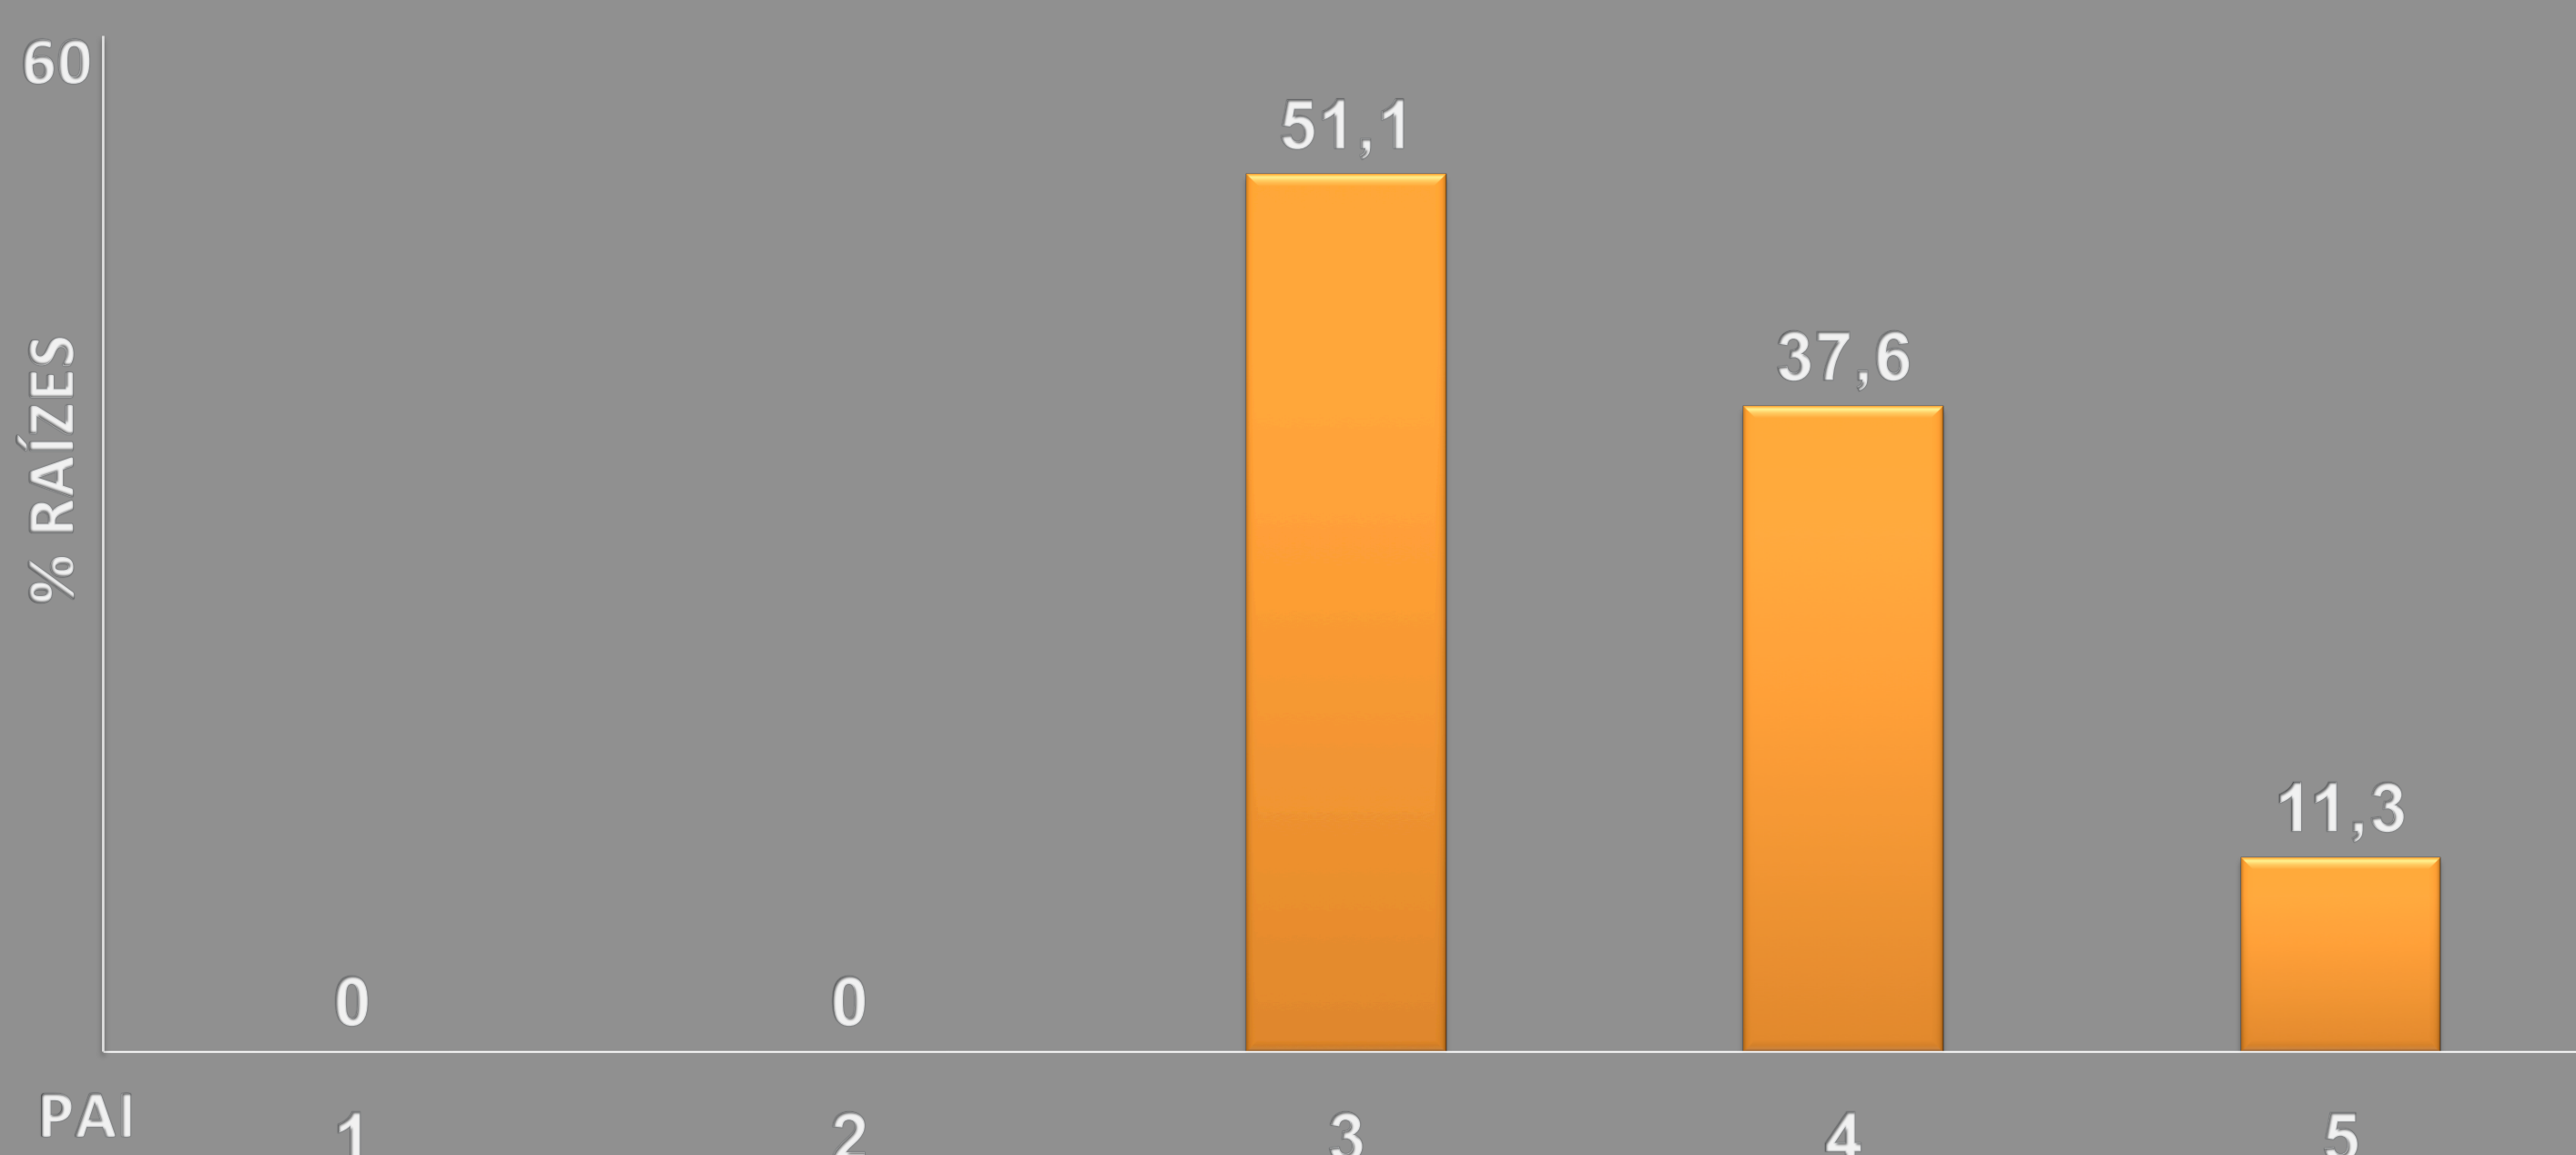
Prevalência de periodontite apical sob a forma de PAI em raízes sem tratamento endodôntico observadas nas ortopantomografias.
